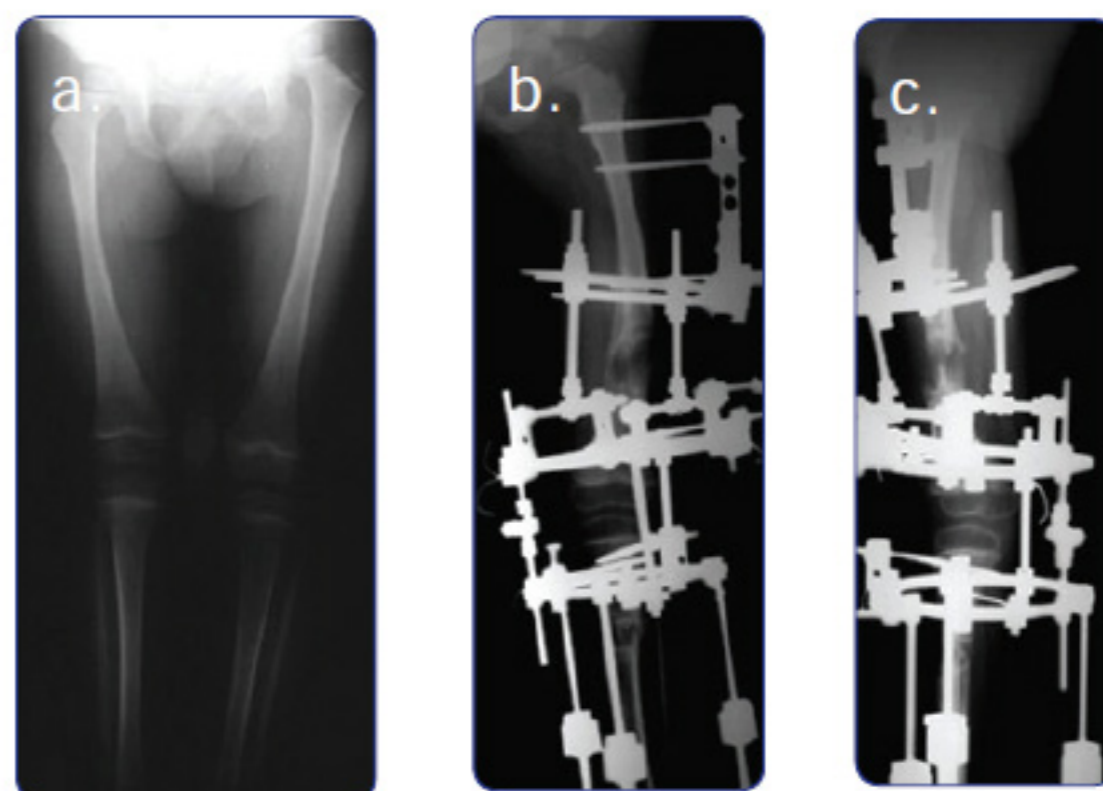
Paciente DD de 7 años con fémur corto congénito tipo 1A. a) Radiografía panorámica inicial con discrepancia de 6,3 cm. b y c) Radiografías AP y lateral durante el alargamiento femoral y tibial.
